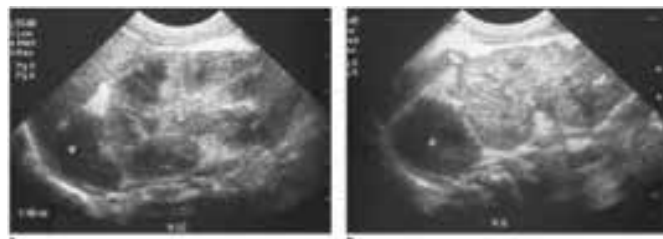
Ultrassonografia longitudinal dos rins direito e esquerdo. Em ambos as hemorragias adrenais se apresentam como massas anecoicas adjacentes ao polo superior (marcas com asteriscos).
